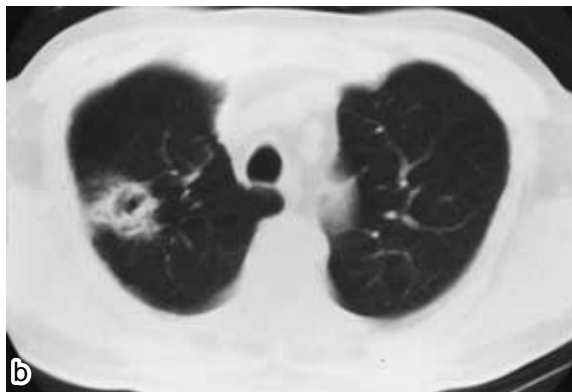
a) Chest radiograph and b) CT scan on admission of case 2 showing infiltrative shadows with cavity formation in the right upper lobe.
